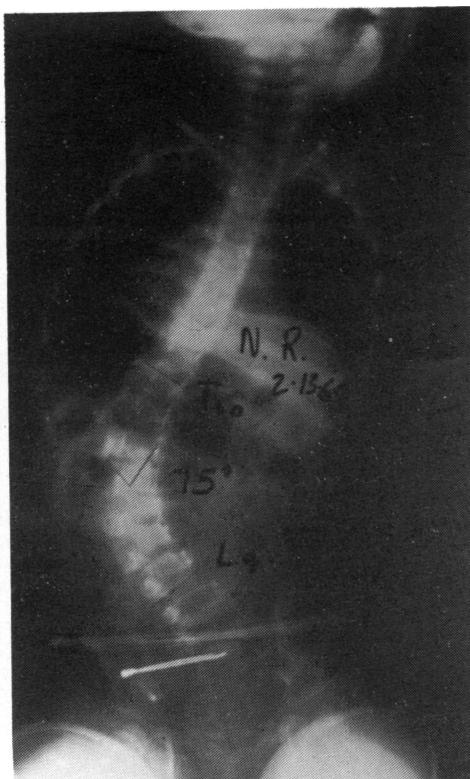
HARRINGTON. «The Mission Link». Una niña nacida con eventración de la pared abdominal que fue intervenida para su reparación durante la infancia y cuyo desarrollo muscular se retrasó. A y B.— Fotografía erecta y radiografía anteroposterior de raquis a los 2 1/2 años de edad, cuando la paciente fue reconocida por primera vez por su deformidad raquídea.
